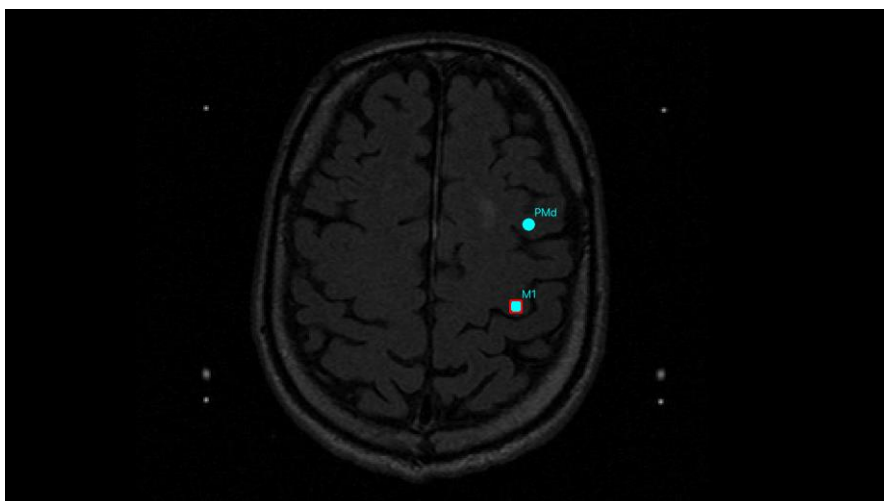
Darstellung der Markierungen des dorsalen Prämotorkortex (PMd) und des primären Motorkortex (M1) in einem T1-gewichteten MRT-Bild. Die Markierung des PMd erfolgte im *Gyrus frontalis medius*. Der M1 wurde im *Gyrus praecentralis* markiert. PMd: dorsaler Prämotorkortex, M1: primärer Motorkortex
